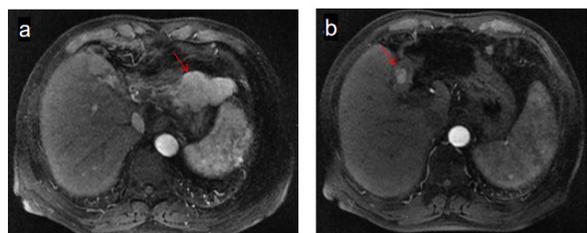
MRI显示左肝结节 (a)，胆囊内结节灶 (b)
